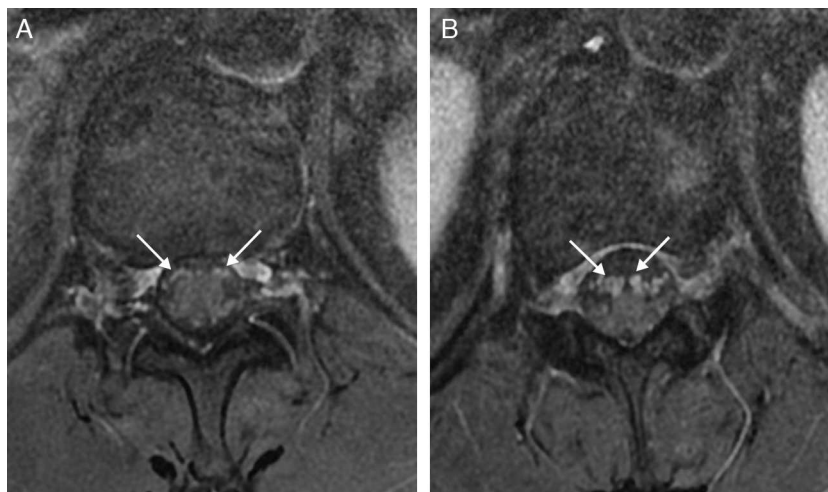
RM potenciada en T1 con supresión grasa en axial que muestran captación de las raíces anteriores en D12 y L1 y en cono medular.
